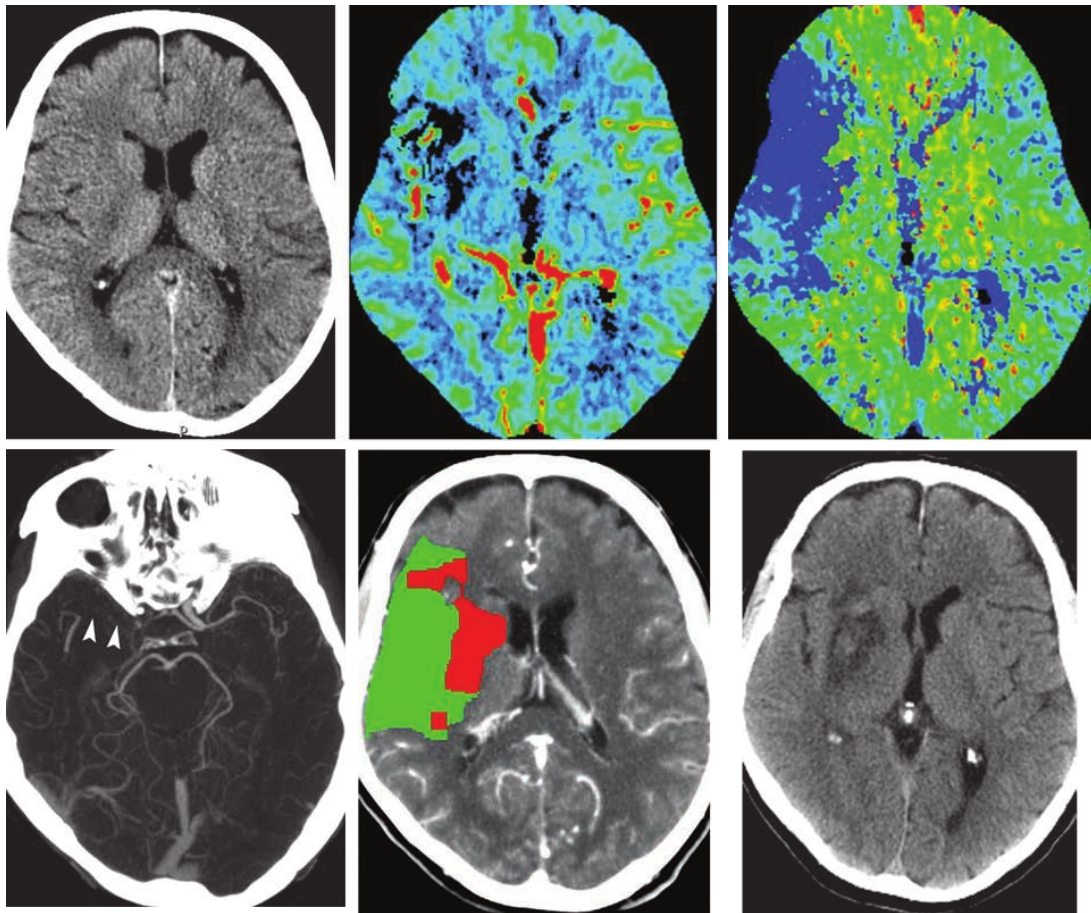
Diagnostik mittels Schlaganfallbildgebung nach de Lucas u. a., 2008, die einen großen Mismatch aufzeigt, v.l.n.r.: Nativ-CT, CBV und MTT der CT-Perfusion (oben), sowie CTA-MIP, Mismatch-Fusionsbild und 24h-CT-Verlaufsbild (unten). Ausgewählte Modalitäten wie in: de Lucas, Sánchez, Gutiérrez et al. CT Protocol for Acute Stroke: Tips and Tricks for General Radiologists. *Radiographics* 2008;28:1673-1687.
